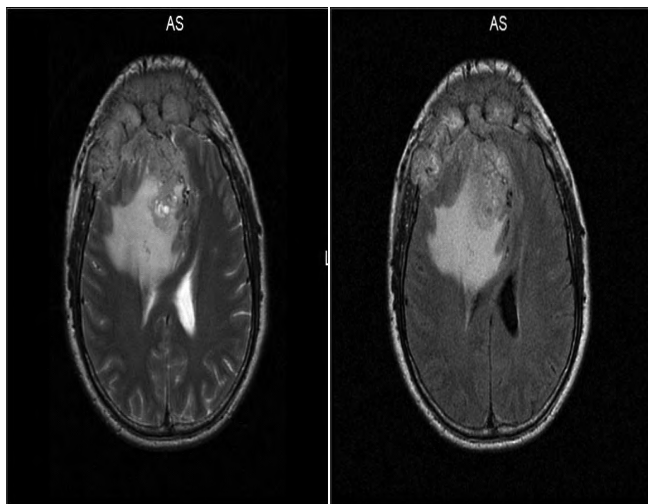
Corte axial en T2 y flair de RMN de encéfalo con presencia de lesión extra e intracraneal frontal, heterogénea, en su mayor parte isointensa, de bordes irregulares, bien definidos e importante compresión sobre ventrículos laterales, con área hiperintensa en T2 hacia el lóbulo frontal derecho principalmente que corresponde a edema peri lesional.
